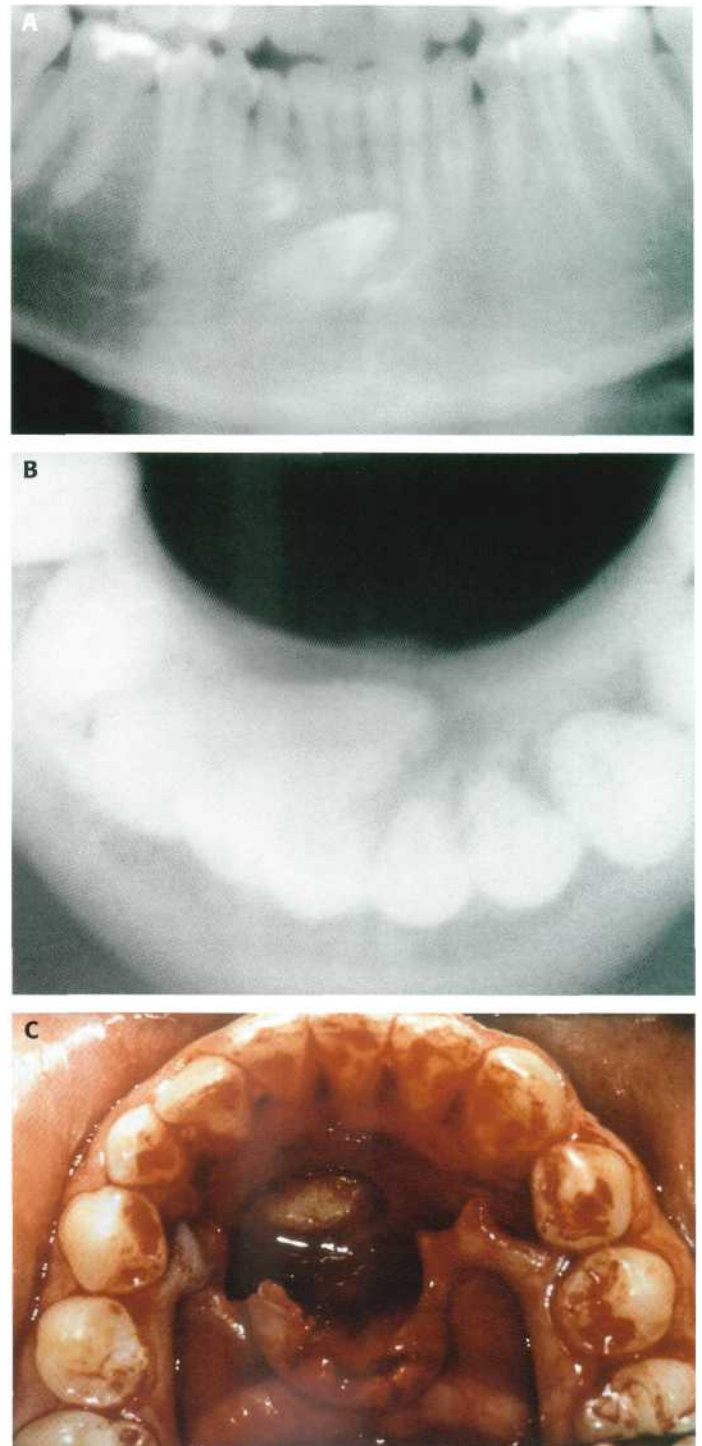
Canino incluido por la obstrucción de un diente supernumerario. (A) Detalle de la ortopantomografía. (B) Radiografía oclusal inferior que demuestra la posición lingual del 4.3. (C) Abordaje y extracción del canino por vía lingual. El diente supernumerario se extrajo con un abordaje vestibular.
